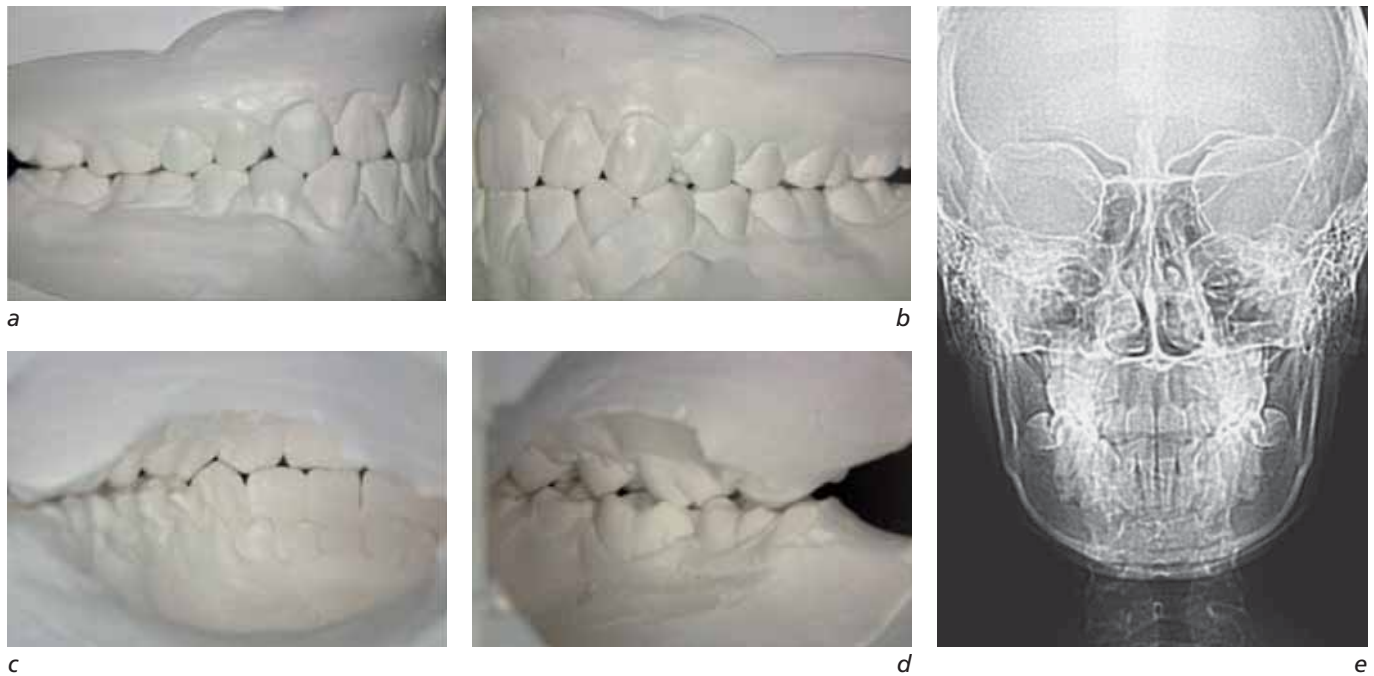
à e : Moulages vues externes (a et b), moulages vues internes (c et d), téléradiographie de face (e).
